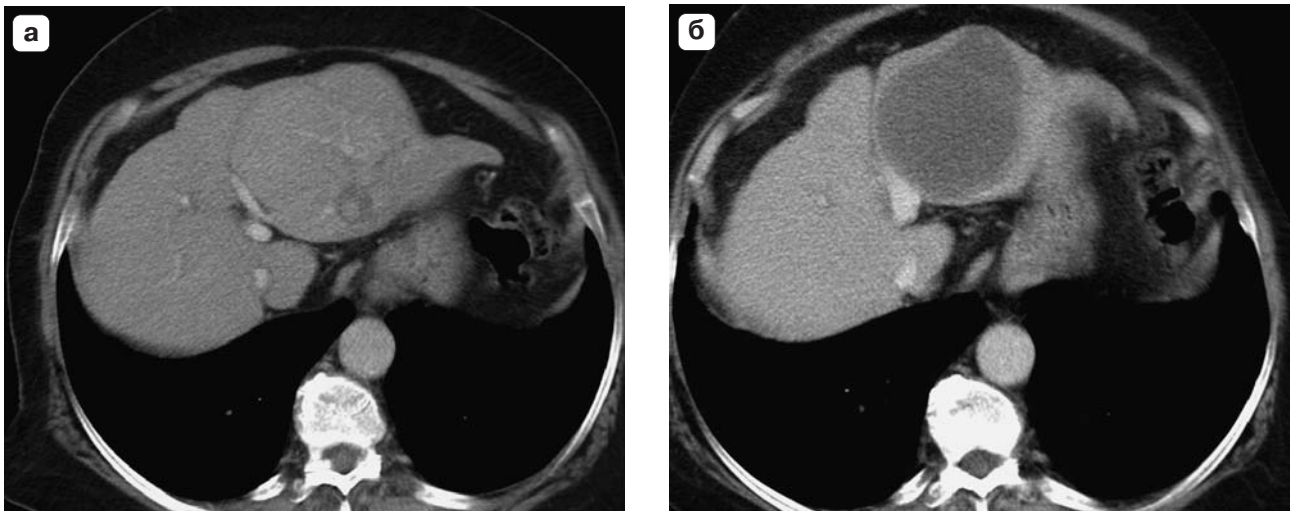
Компьютерная томограмма. ГЦР. а – до химиоэмболизации, опухоль в левой доле печени контрастируется умеренно; б – после суперселективной химиоэмболизации, опухоль не контрастируется (тотальный некроз).
